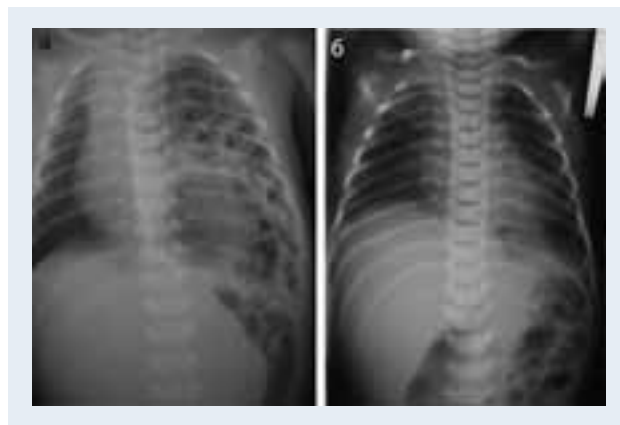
Рентгенограмма грудной клетки девочки С. до (а) и после операции на 14-е сутки (б).
